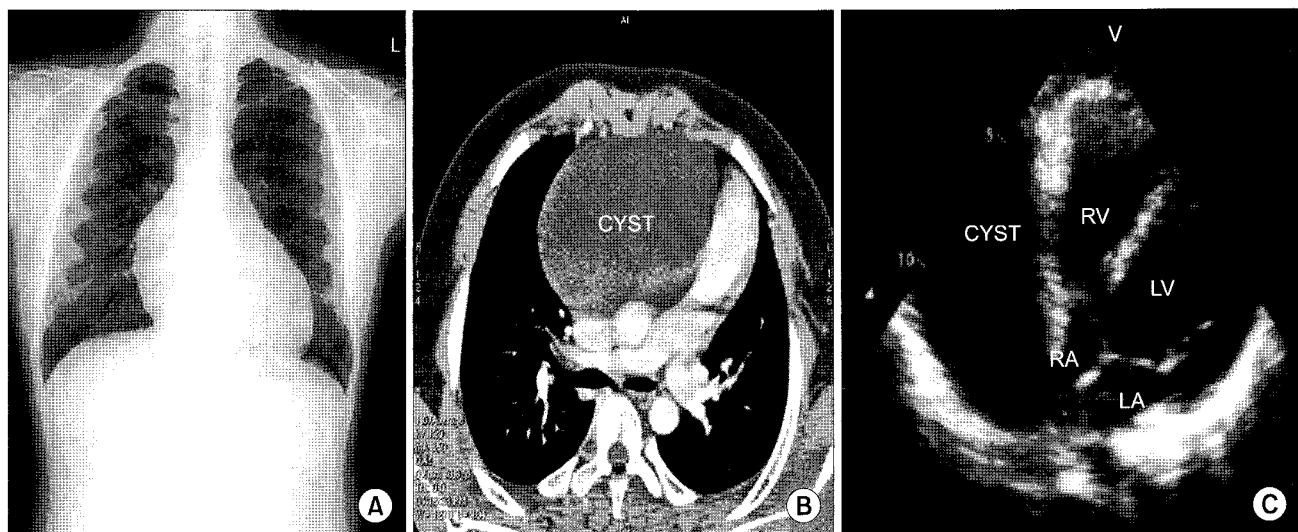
Preoperative examinations ((A) Chest PA, (B) Chest CT, (C) 2D-echocardiography). Huge abnormal cystic mass compresses the right atrium and right ventricle.
